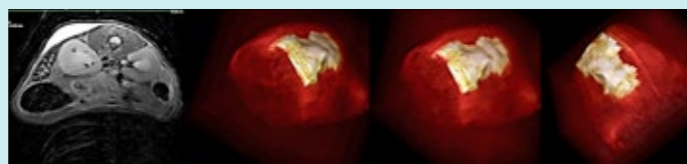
L'immagine a sinistra rappresenta un segmento trasversale dell'acquisizione tomografica al tempo 0 di un tipo inoculato sottocutaneamente sul dorso con una linea cellulare di epatocarcinoma murino. Le tre immagini a destra rappresentano la ricostruzione 3D nei tre assi dello spazio della zona inoculata. Le immagini sono state acquisite utilizzando lo strumento di Risonanza Magnetica 7Tesla Bruker in dotazione presso l'IZS. Le immagini sono state acquisite ed elaborate dal Dr Albert Comelli.
